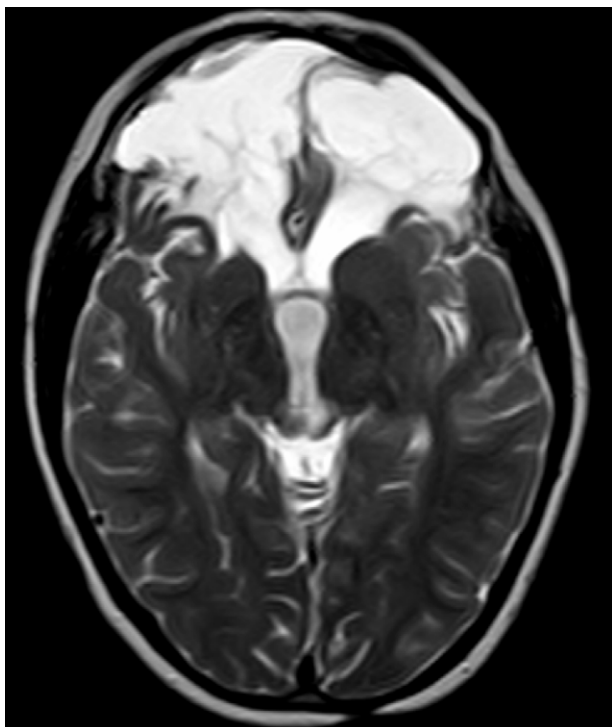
RM cerebral a las 2 semanas del traumatismo: en secuencia T2, corte coronal, se observan extensas cavidades encefalomalácicas macroquísticas en circunvoluciones antero-basales frontales bilaterales.
